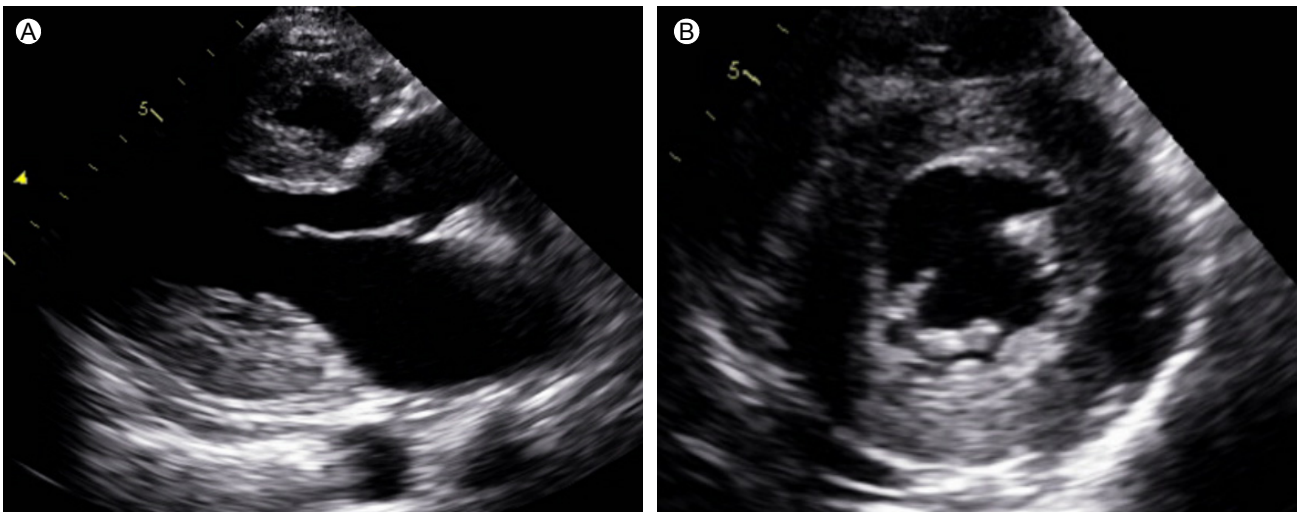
Transthoracic echocardiography revealed suspicious infiltrative cardiomyopathy amyloidosis visualized as sparkling myocardium and ventricular wall thickening in a (A) parasternal long axis view and (B) at the mitral valve level of a parasternal short axis view.
